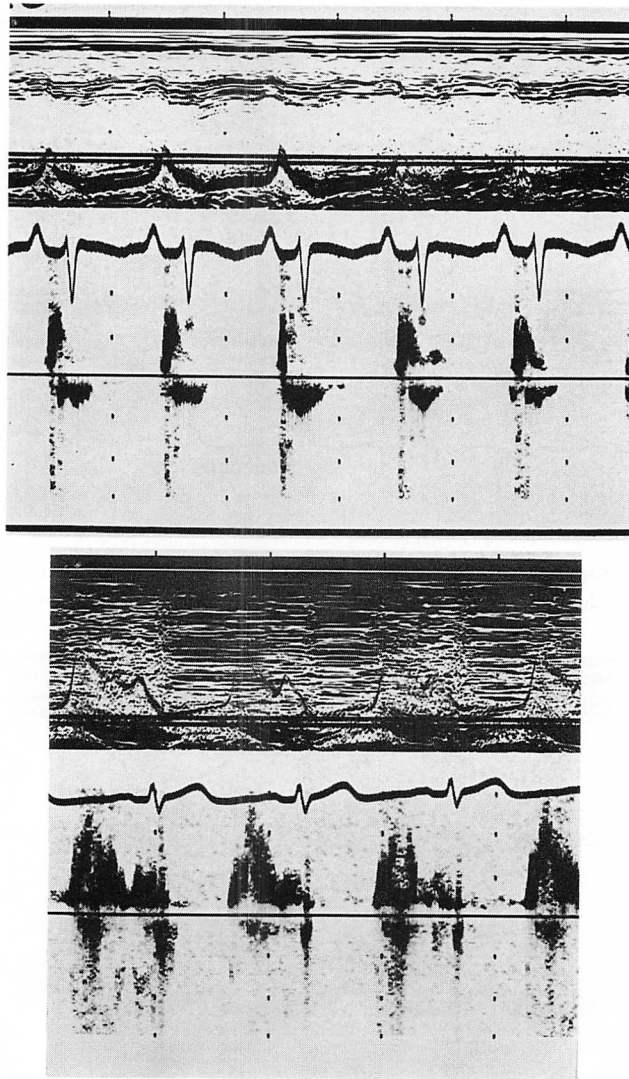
Doppler flow patterns of the left ventricular inflow tracts (LVIT) of patients in Group 1 (top) and Group 2 (below).
